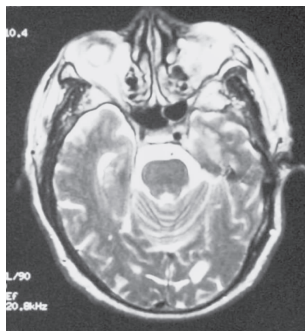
头颅 MRI-T<sub>2</sub>WI 示患者双侧胚胎型 PCA,BA 发育低
